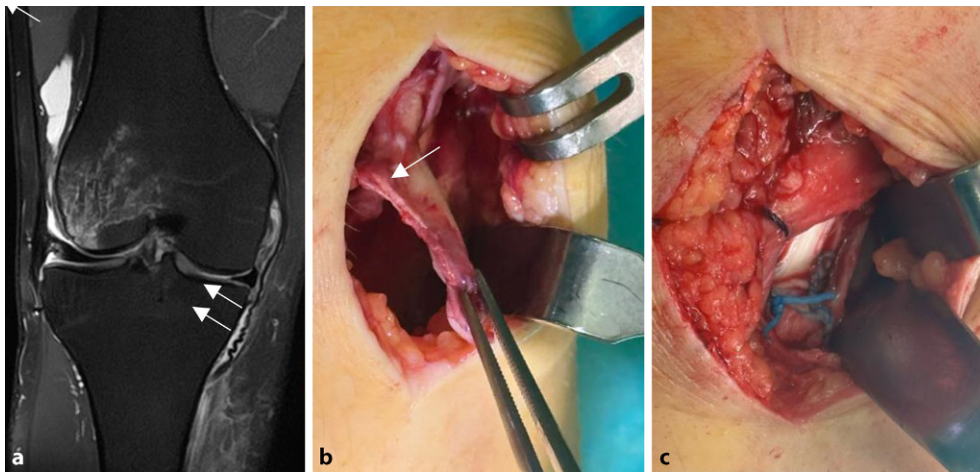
◀ a Magnetresonanztomogramm mit Stener-like-Läsion (Pfeile) eines Skifahrers nach einem Valgustrauma; b, c intraoperativer Befund und Zustand nach Refixation mithilfe eines Nahtankers in anatomischer Position unterhalb des Pes anserinus
